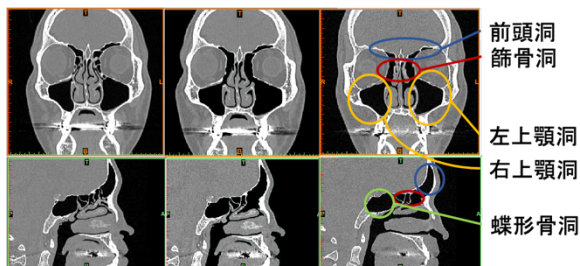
M1 の CT 画像 (上段:環状断面, 下段:矢状断面, 左:術前, 中:模擬, 右:術後)
